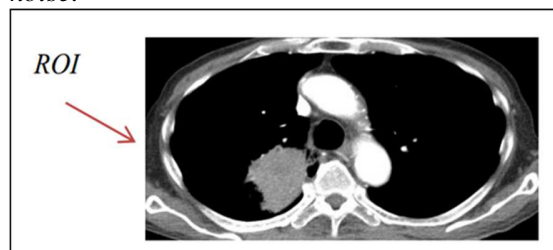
Citra CT Scan dalam format DICOM.
